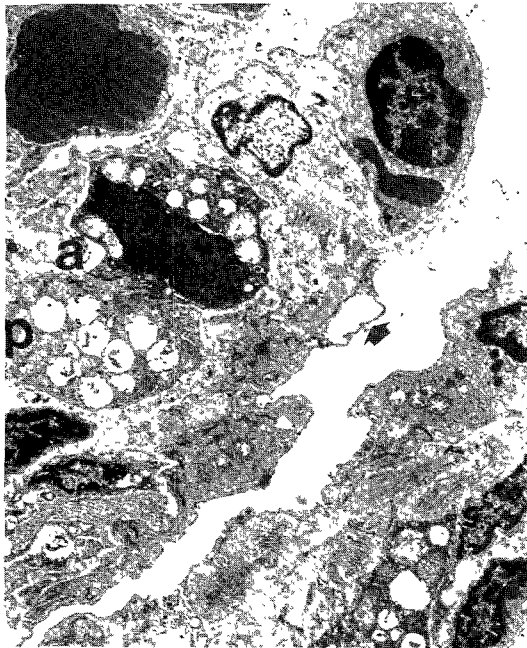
X-ray 40 Gy($\times 5950$) :
